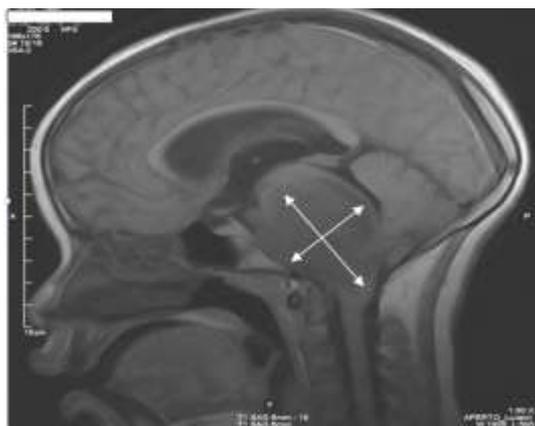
IRM coupe sagittale en séquence T1, montrant une masse homogène du tronc cérébral en hyposignal T1, mesurant 5 cm de diamètre antéro-postérieur.
